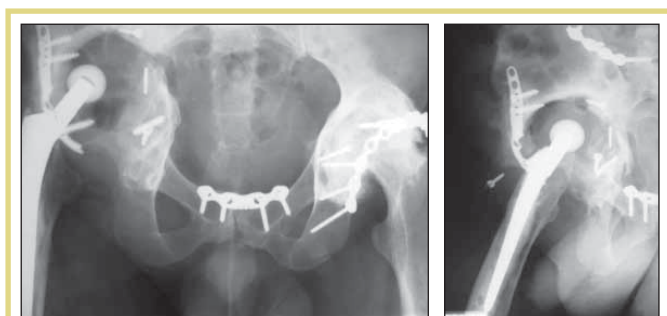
Рентгенограммы пациента Н. в 2 проекциях. Вертлужная впадина справа отсутствует
